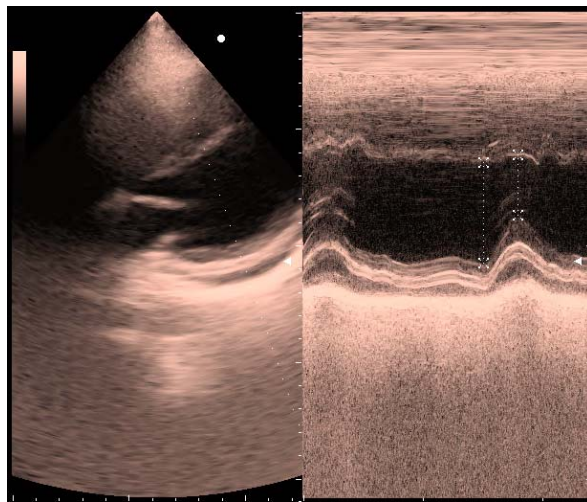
Эхокардиография больного Ш. от 19.03.2013 года
